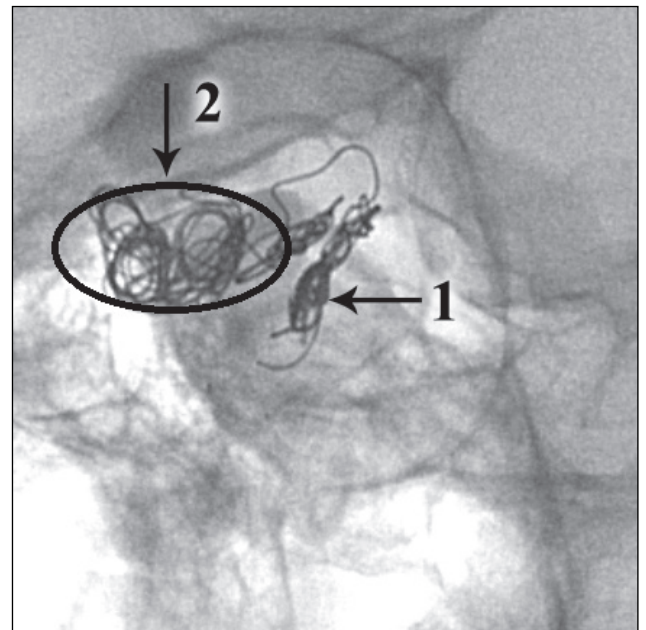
Рентгеноконтрастна церебральна ангіографія після деконструкції ВСАпр.:
